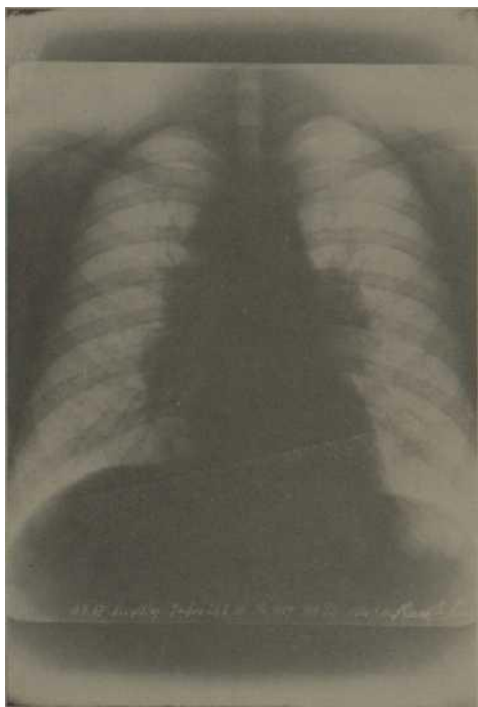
J. K. nacido el 24-2-50. Radiografía del 4 Sarcoidosis I.
